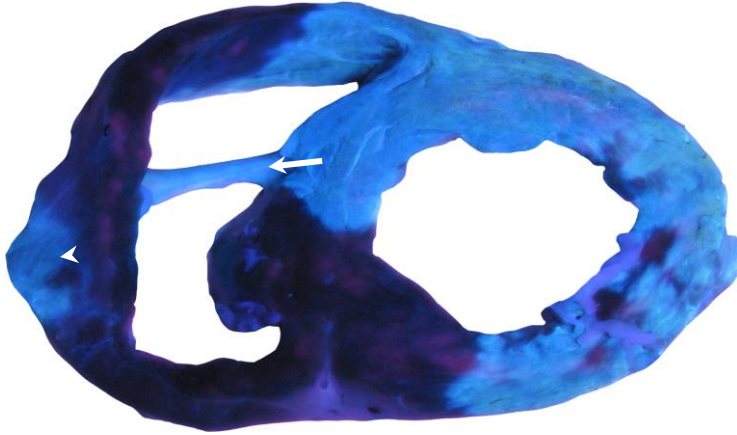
Representación del paralelismo entre piezas de necropsias de cerdos tras su incubación con cloruro de 2-3-5 trifeltetrazolio e imágenes de resonancia magnética cardiaca con realce tardío de gadolinio en pacientes con infarto agudo de miocardio con elevación del ST de localización anterior. En cerdos observamos áreas de necrosis tanto en ventrículo derecho (punta de flecha) y ventrículo izquierdo (flecha) superponibles a las áreas que muestran realce tardío de gadolinio en pacientes. Zonas de obstrucción microvascular (asterisco) Abreviaturas: VD: Ventrículo derecho, VI: Ventrículo izquierdo.
